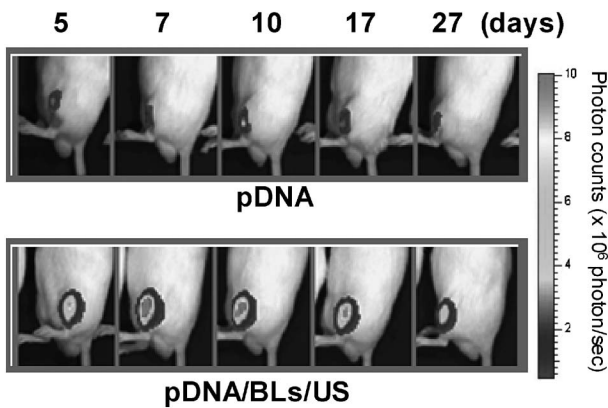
In vivo* Luciferase Imaging in Muscle Transfected with Bubble Liposomes and Ultrasound
